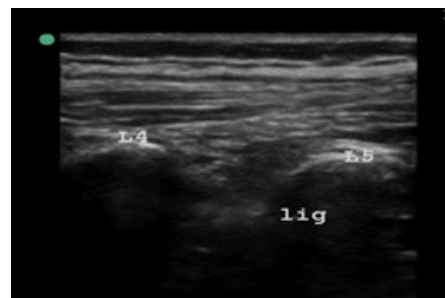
Imagen de ultrasonido de las vertebrales y la médula en eje largo. Lig: complejo posterior.
